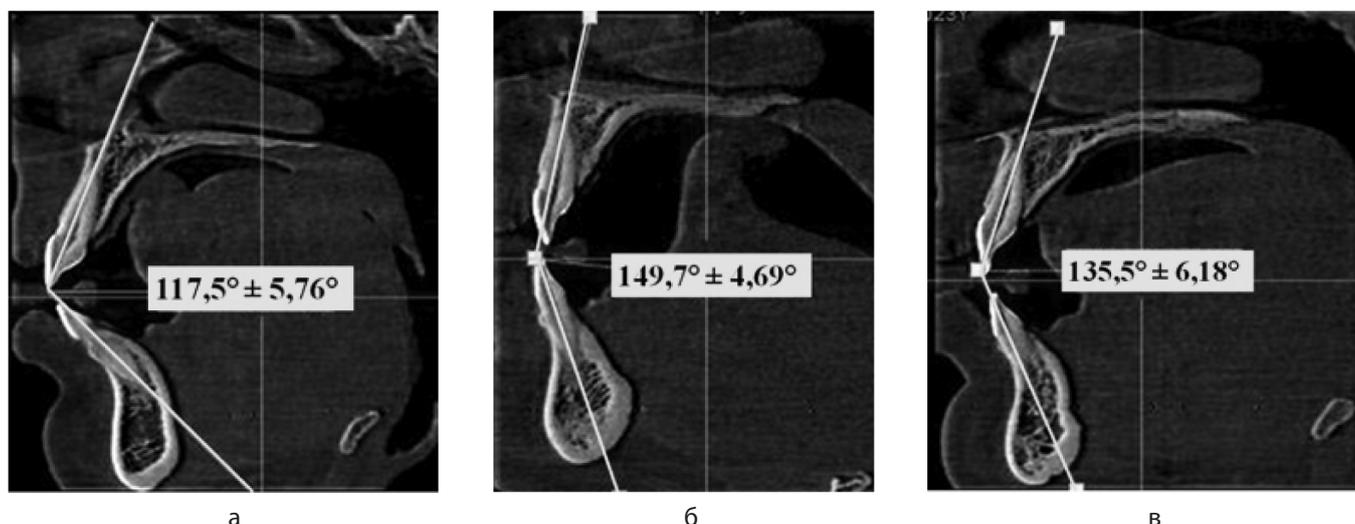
Варианты межрезцового угла у людей группы сравнения с зубными дугами протрузионного (а), ретрузионного (б) и мезотрузионного (в) типов
